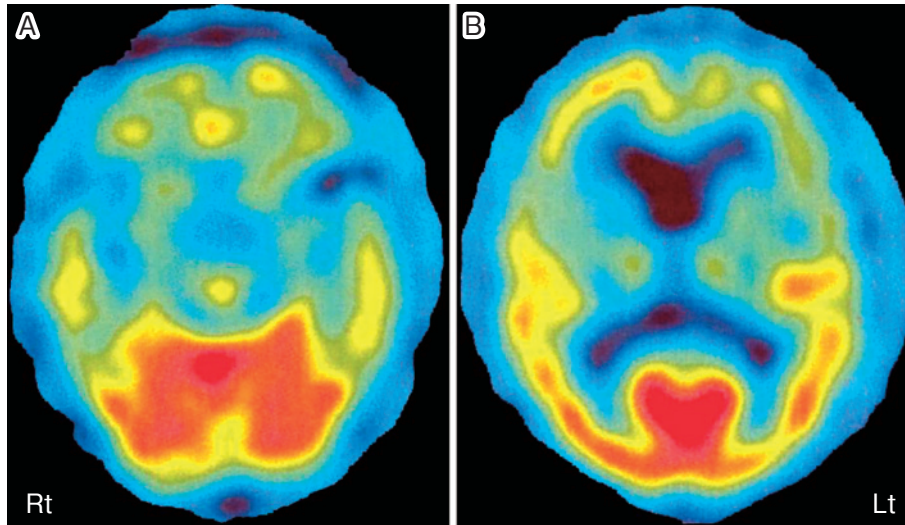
Brain  $^{99m}\text{Tc}$  ECD SPECT.
